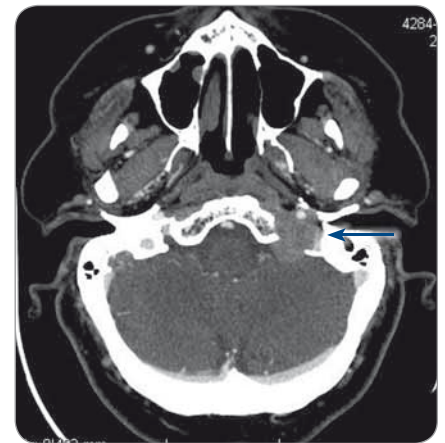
CT prior to surgery with a metastasis to skull base.
